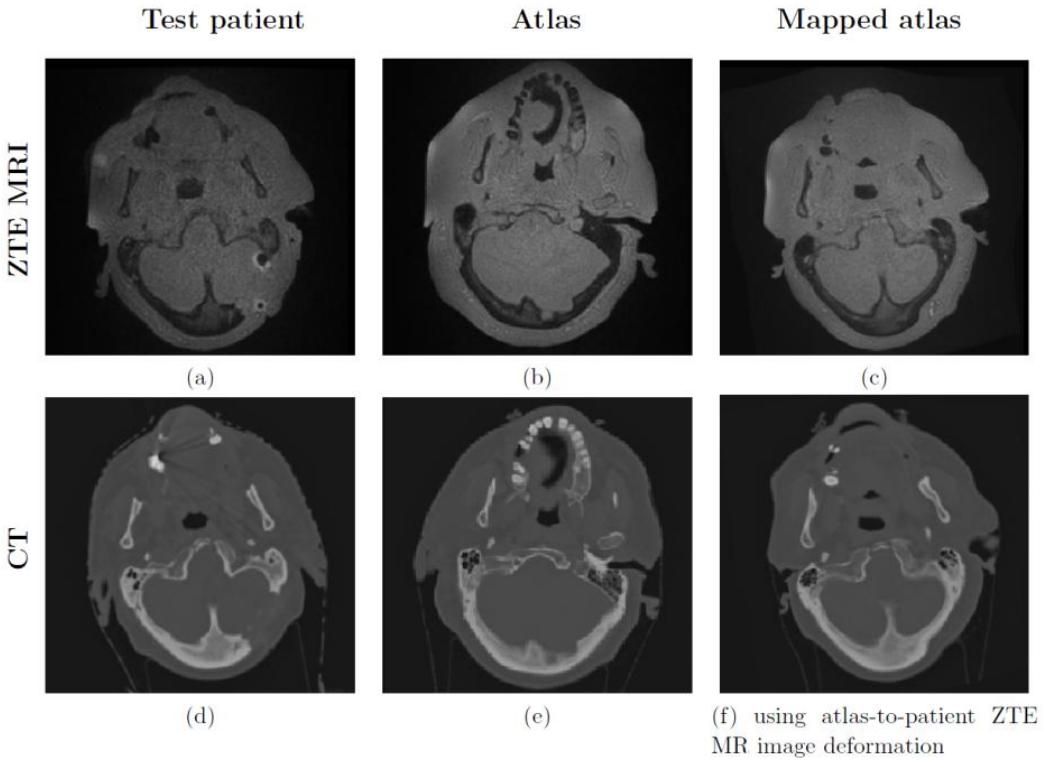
Axial (a-c) ZTE MRI and (d-f) CT slices of (first column) the test patient, (second column) the atlas and (third column) the atlas mapped using the transformation resulted from atlas-to-patient MR image deformable registration and before the proposed *post hoc* correction.
